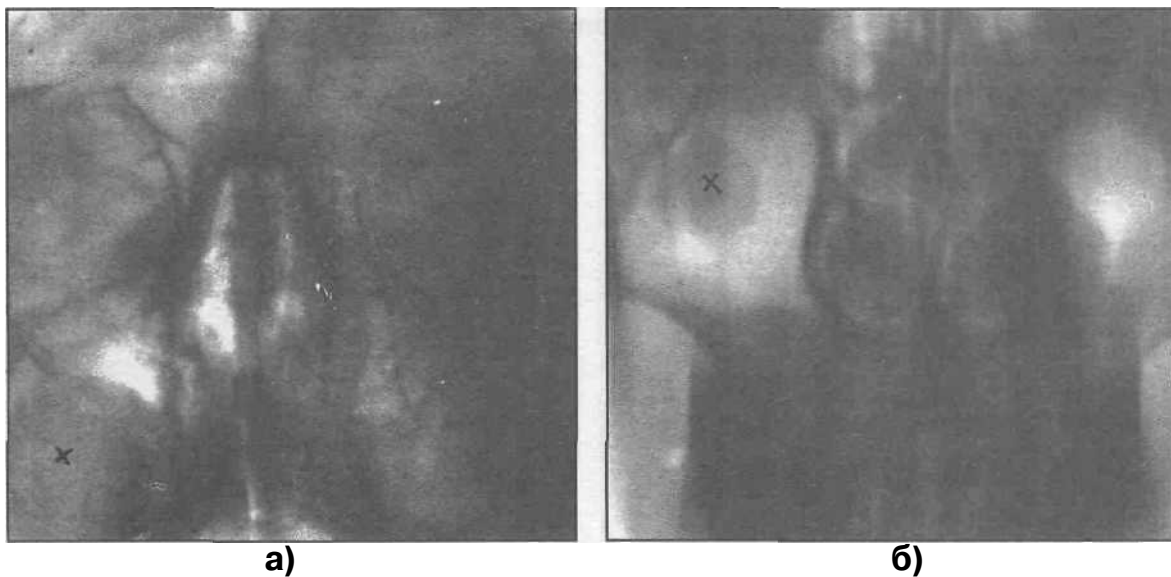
Рентгенограмма придаточных полостей носа больной с ретенционной кистой слизистой железы правой верхнечелюстной пазухи (а), томорентгенограмма аналогичной больной (б).
